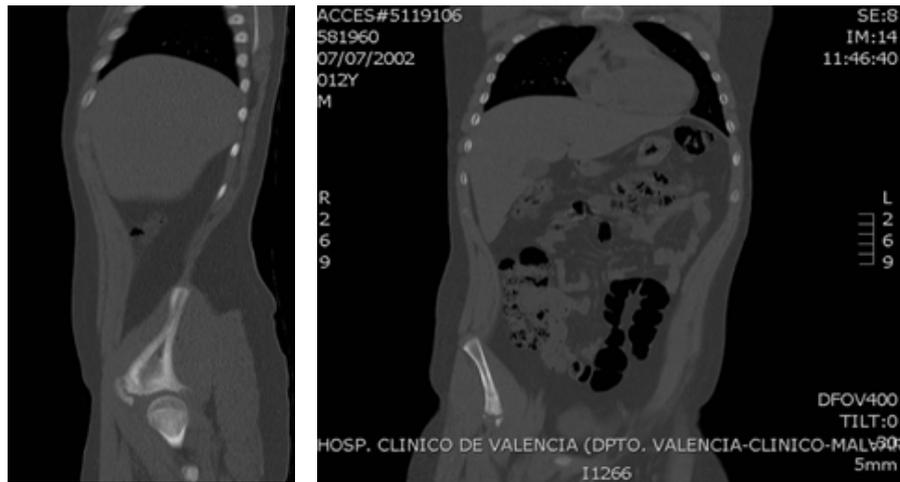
Reconstrucciones sagital y coronal de TC con contraste que muestran la lesión en la espina ilíaca anteroinferior, irregular, con separación o reacción cortical y esclerosis medular superior.
